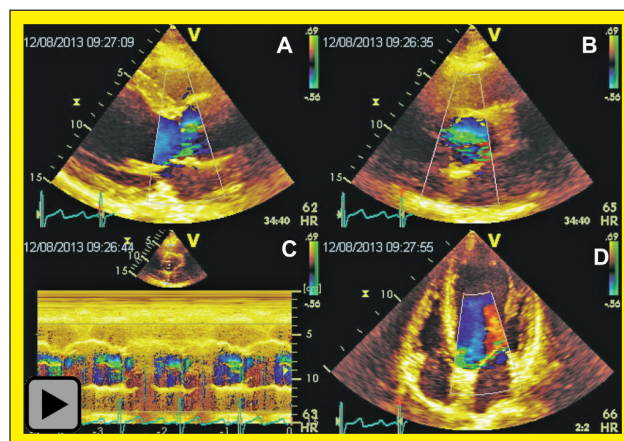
Farbdopplersignal einer (exzentrischen) Aorteninsuffizienz im parasternalen Längs- (A) und Querschnitt (B), im M-Mode (C), sowie im apikalen Fünfkammerblick (D).
